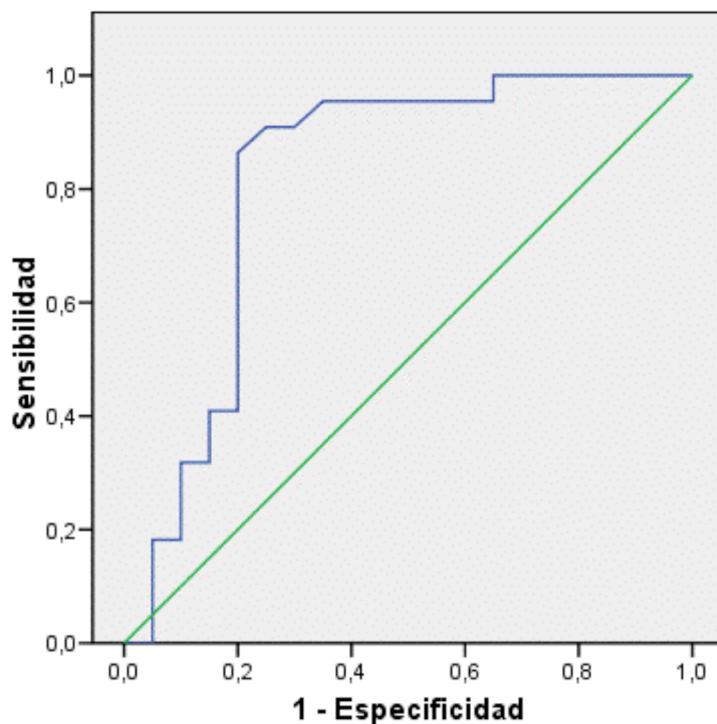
Representación gráfica de la curva ROC para la determinación la valoración de lesiones vesiculares sospechosas mediante tomografía de positrones con FDG en el grupo estadificación prequirúrgica.
